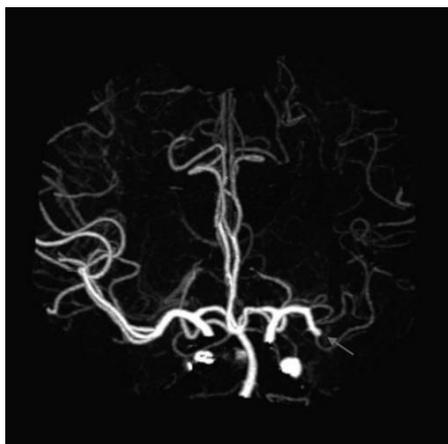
Angiografía por tomografía computarizada que demuestra una oclusión abrupta de la arteria cerebral media izquierda del paciente (flecha) (2).
